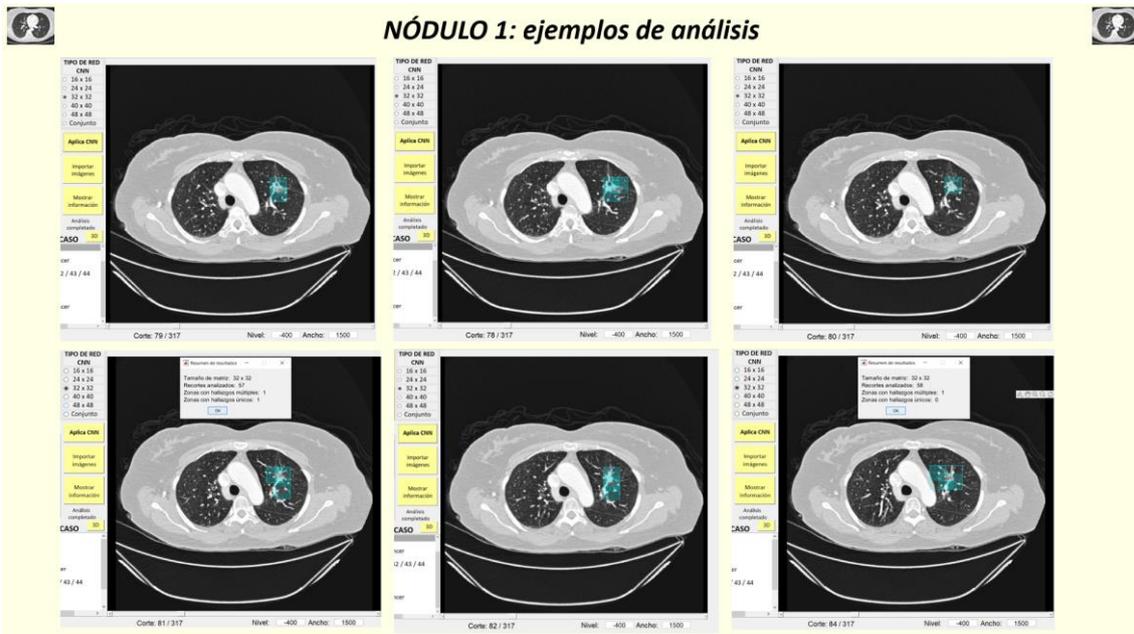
Casos TC de tórax. Caso 5: ejemplos de análisis del nódulo 1
